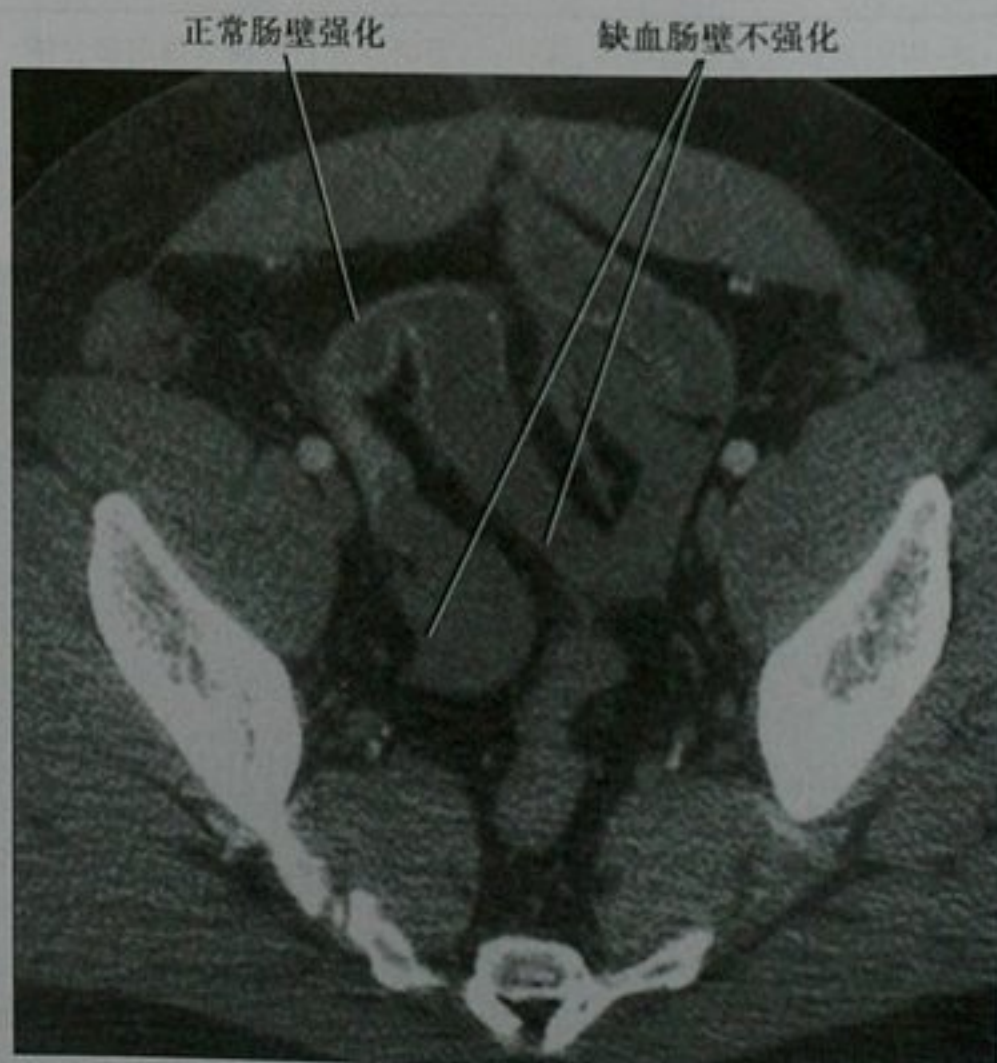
年轻男性车祸患者, 盆腔增强 CT。手术发现盆腔内回肠的缺血肠祥
